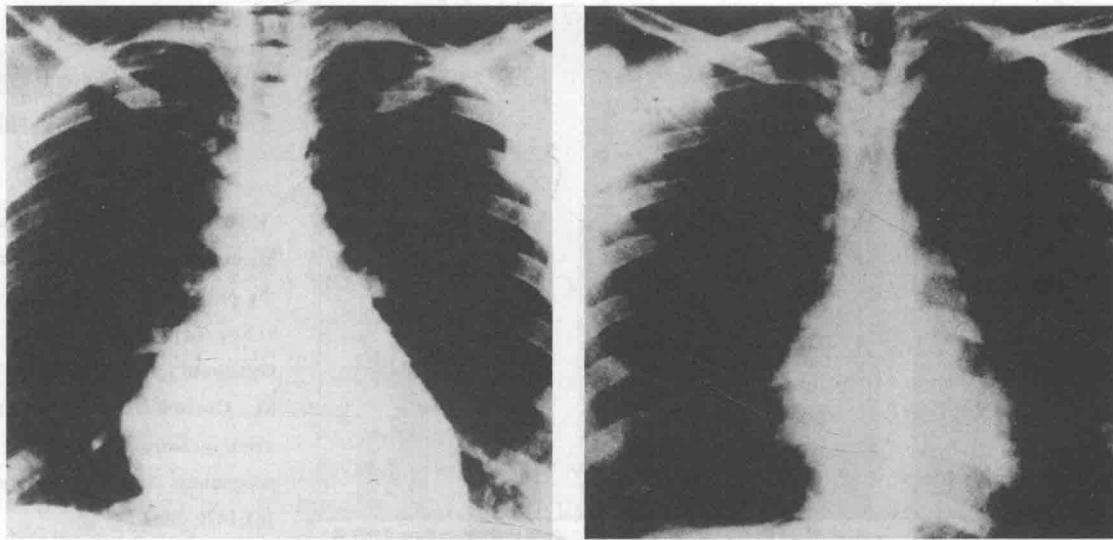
妊娠期(左)和产后(右)的胸部X线片对比
